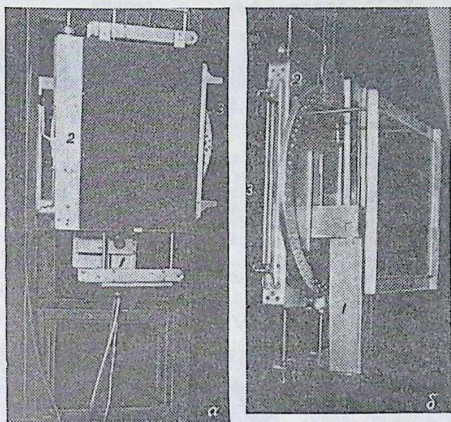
Рентгенокимофонограф: *a* — вид спереди; *б* — вид сбоку; 1 — осциллограф; 2 — корпус кимографа, внутри которого имеется подвижная, механически связанная с осциллографом свинцовая решетка; 3 — щель для специальной кассеты с рентгеновской пленкой, на которую одновременно записываются звуки сердца и его пульсация.
